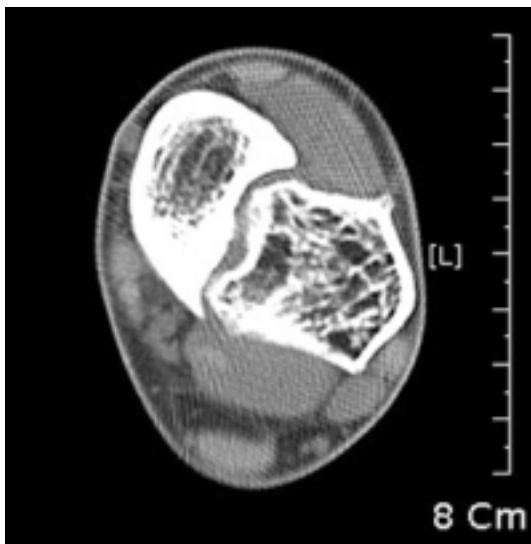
Axial CT shows no bony connection between the tibia and fibular bony mass.
